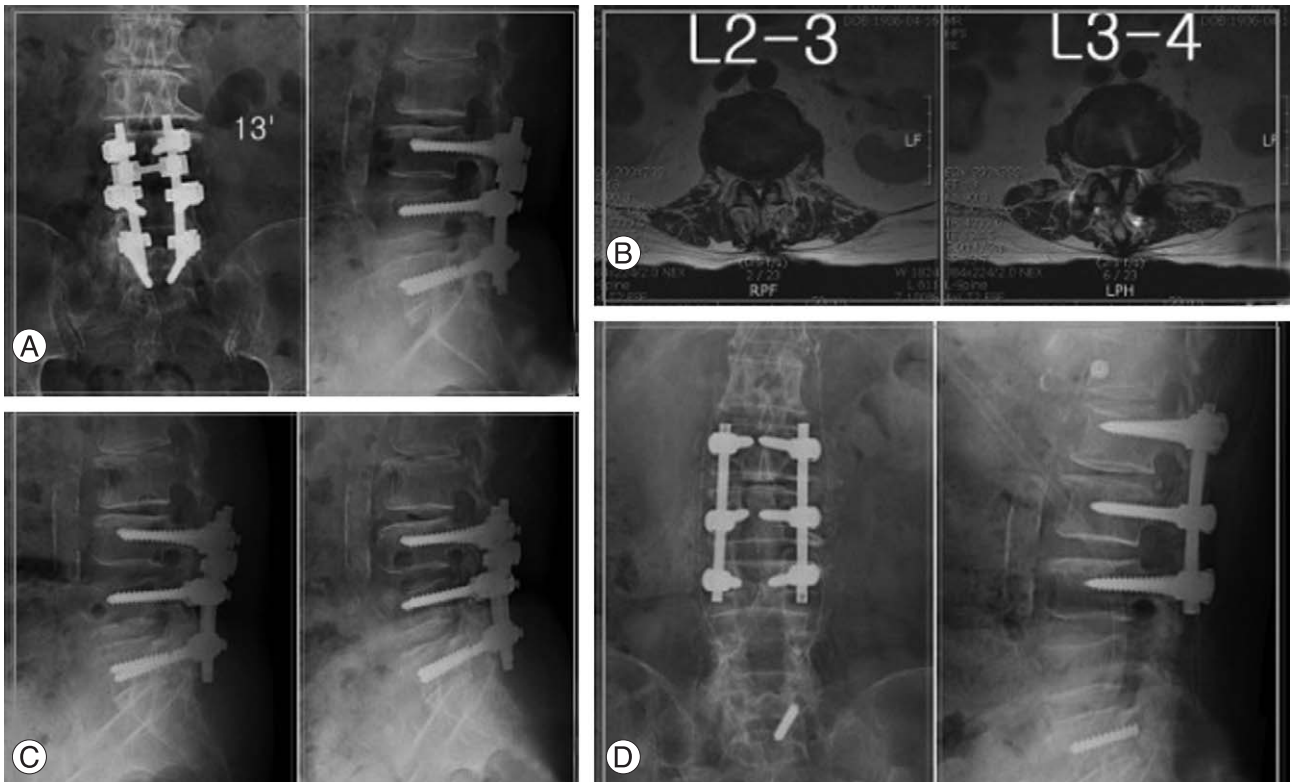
Posterolateral fusion with instrumentation at L4-5-S1 in a 69 year-old female patient. (A) Postoperative 10 years, plain radiographs show degenerative lumbar scoliotic change about 13 degrees at AP view and adjacent degenerative changes at sagittal view. S1 pedicle screw was broken. (B) T2-weight axial MR images show central and lateral recess type stenosis at L2-3 and L3-4. (C) Dynamic radiographs show L3-4 adjacent instability. (D) Metal removal and posterior decompression and instrumented posterolateral fusion were performed. At the last follow-up, clinical result was excellent according to the modified Brodsky's criteria.
